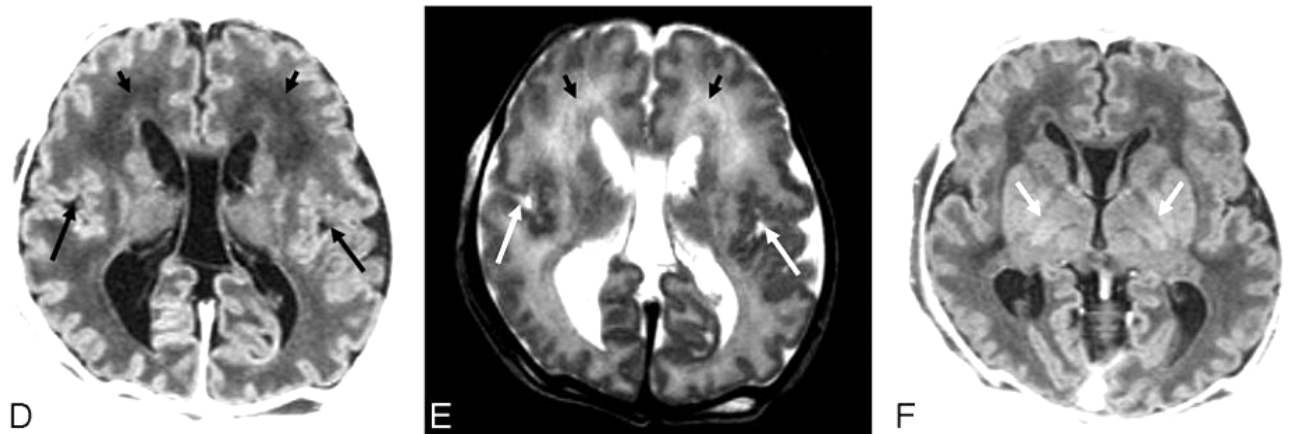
Ressonância magnética da criança da figura 8.4 realizada 1 dia após. Em (D) a ressonância magnética mostra grande cavum do septo pelúcido, sinal de intensidade anormal na substância branca frontal (seta preta curta) e polimicrogiria da fissura de Sylvius (setas pretas longas). Em (F), a ressonância magnética mostra a falta de mielina parte posterior da cápsula interna (setas) (Leijser).
